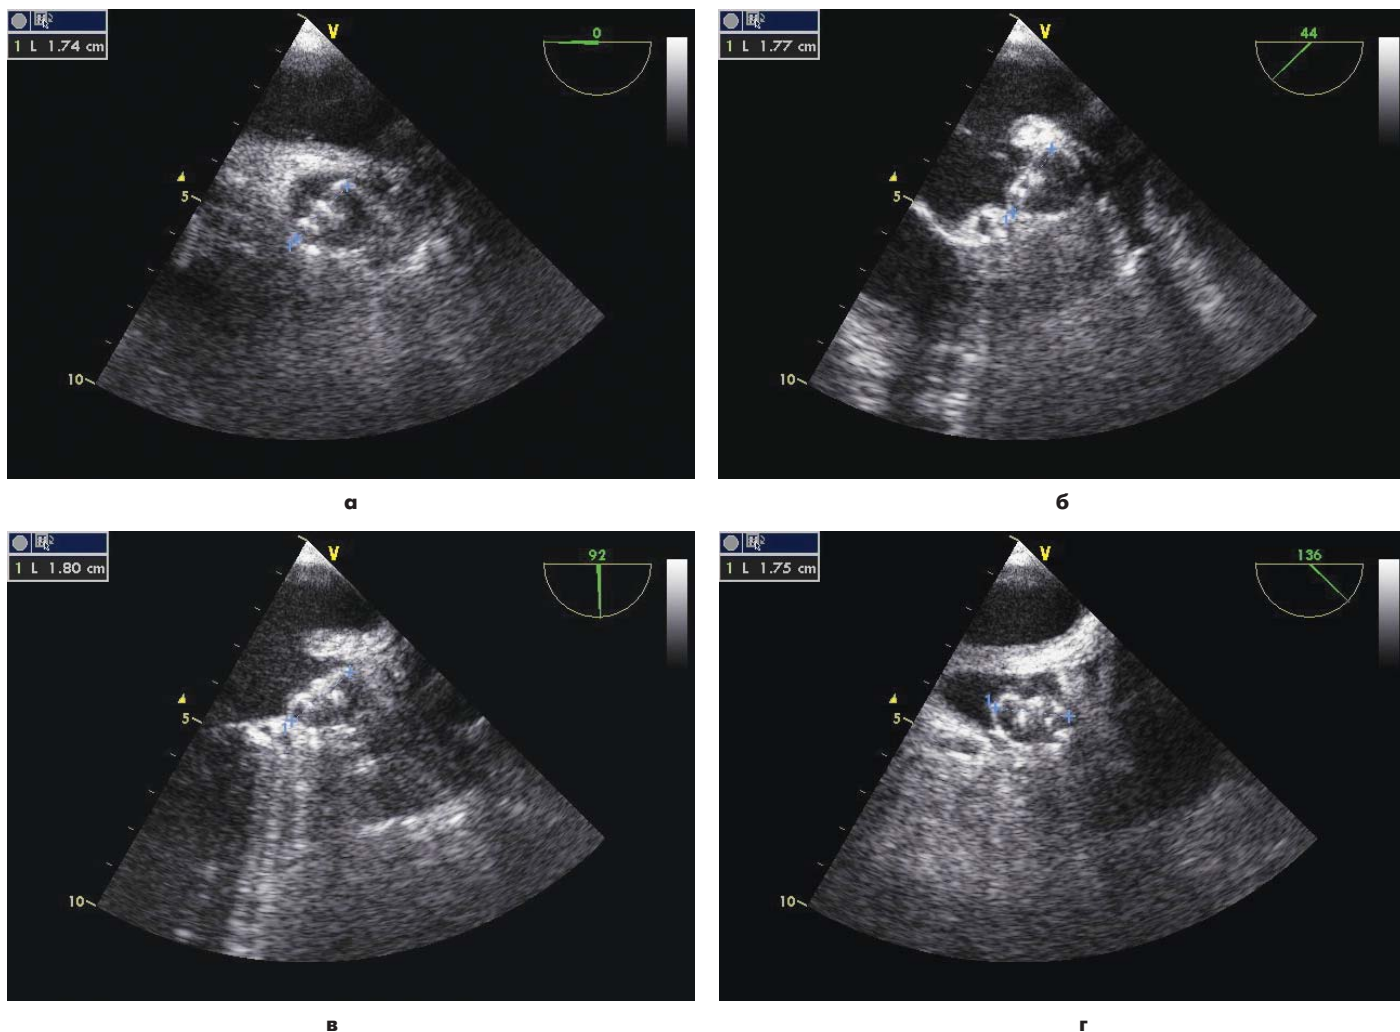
Чреспищеводное эхокардиографическое сканирование ушка левого предсердия с имплантированным устройством WATCHMAN® с измерением поперечного размера устройства в четырех сечениях под углом 0° (а), 45° (б), 92° (в) и 136° (г).
